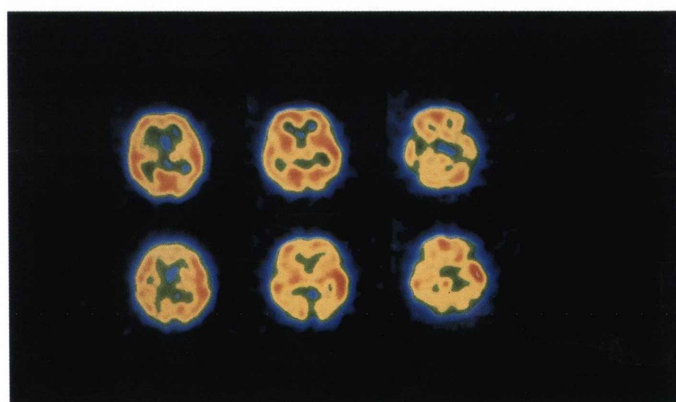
Early (upper) and delayed (lower) IMP SPECT images studied on July 16, 1990. Increased accumulation of IMP was observed on delayed images, while early images showed uniform distribution.
